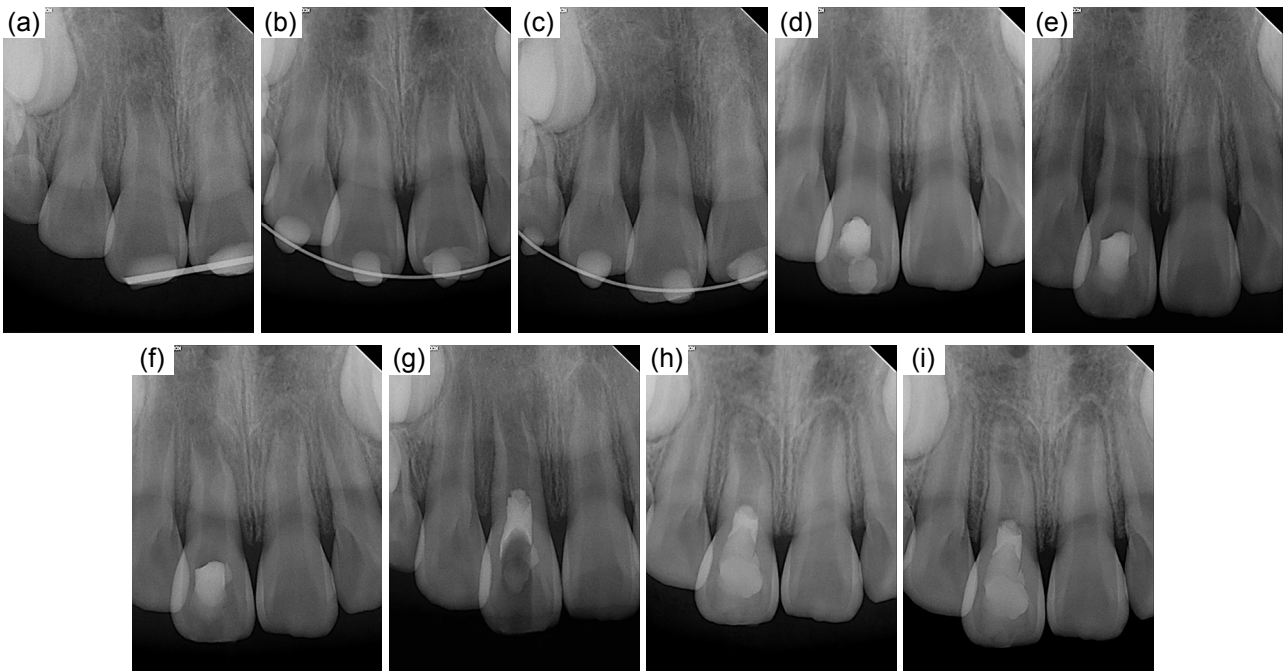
Standard radiographic view of Case 2. (a) At the first visit. (b) After repositioning of #11 (c) 2 weeks after avulsion with periapical radiolucency on #11. (d) Six days after extirpation of #11. (e) After administration of TAP. (f) 3 weeks after administration of TAP. (g) After PRF-MTA pulp regeneration. Follow-ups after (h) 2 months, (i) 8 months after pulp regeneration therapy.
